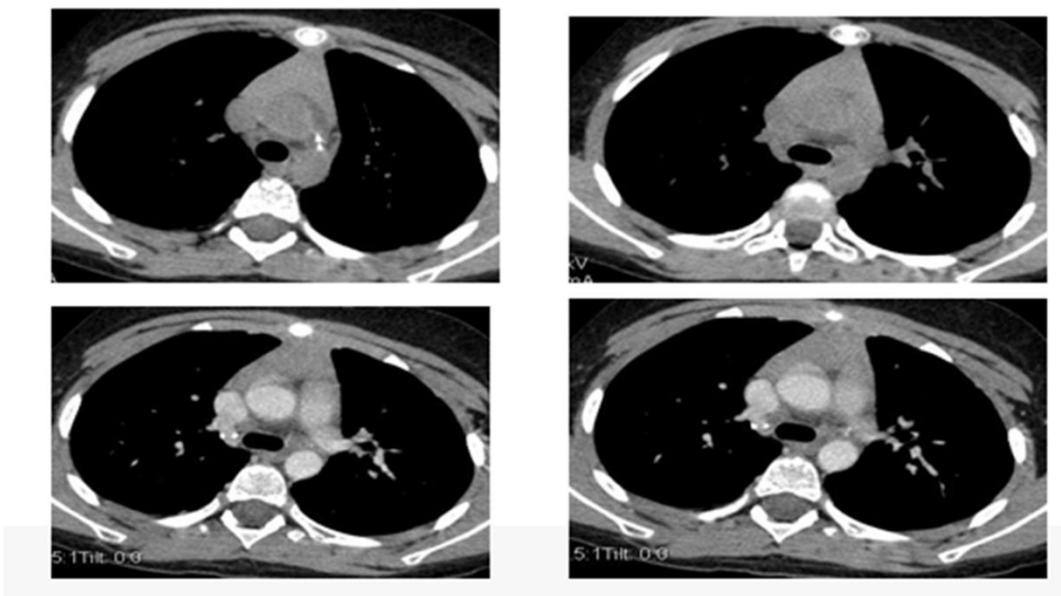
КТ и КТ – ангиография органов грудной клетки ребенка 8 лет с изменениями во внутригрудных лимфоузлах, отложением извести в паратрахеальной группе лимфоузлов справа и кальцинатом аортальной связки
